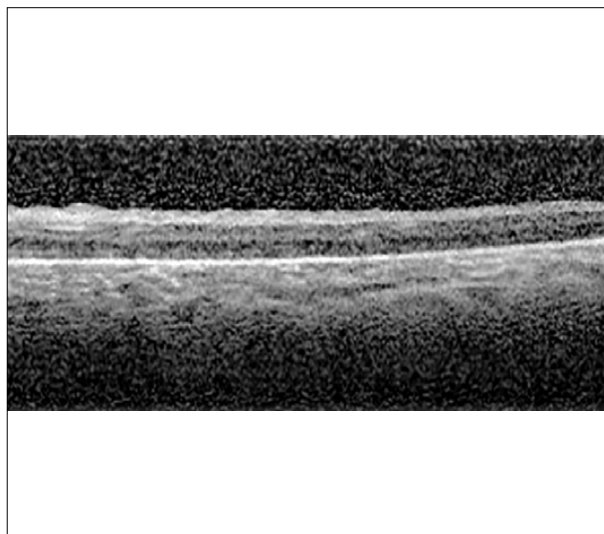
Tomografía de coherencia óptica a los 5 meses de la cirugía vitreoretinal donde se observa la retina aplicada sin presencia de líquido subretinal.
